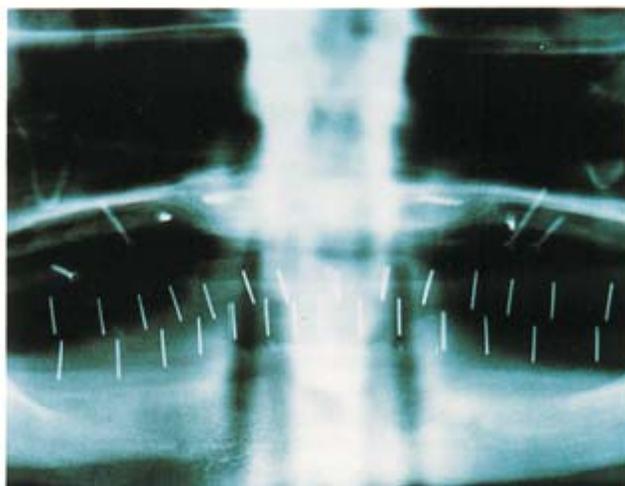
und 8 Röntgenaufnahmen mit den eingesetzten Orientierungsschablonen. Man sieht, wie die radioopaken Stifte die Position der einzelnen Zähne und ihr Verhältnis zur Knochenleiste anzeigen.
